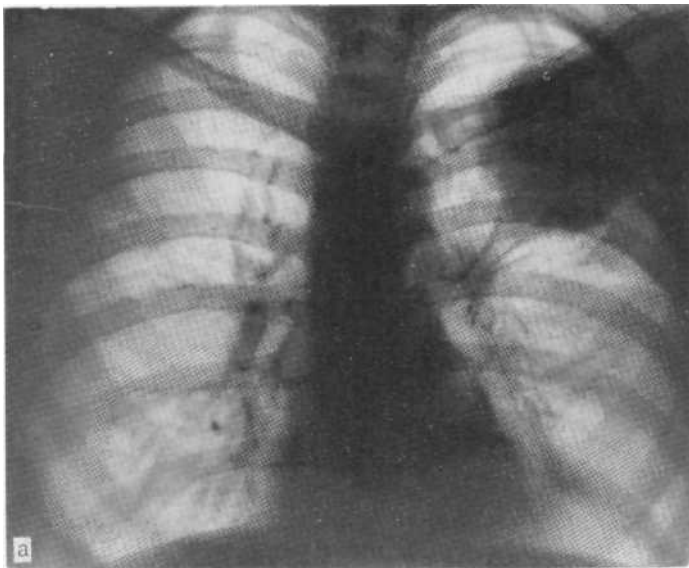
Рентгенограмма в прямой проекции (а): затемнение верхней / слева округлой формы и контрольный снимок (б), сделанный через 10 д почти полное рассасывание пневмонического фокуса.
